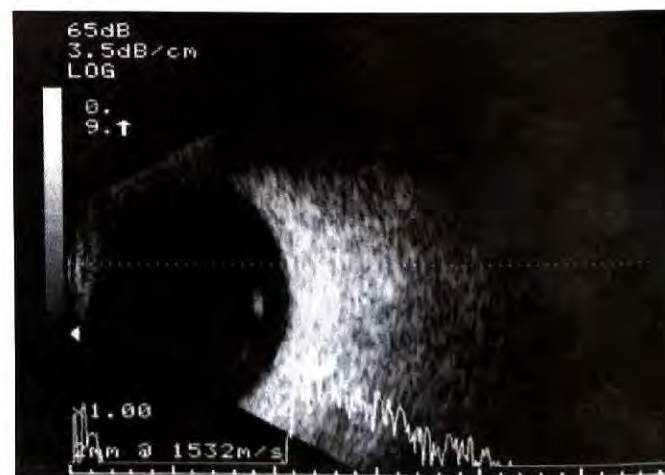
Ultrassonografia (corte vertical) onde visualiza-se opacidade vítrea correspondendo ao anel de Weiss.
